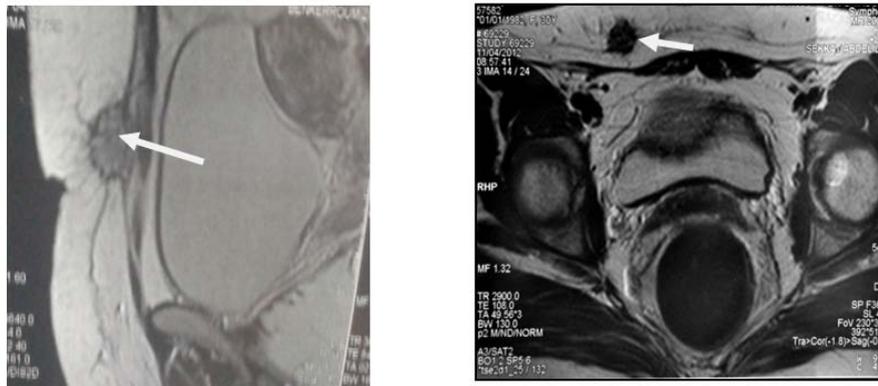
a) coupe coronale, b) coupe transversale : images IRM montrant l'implant endométriosique infiltrant l'aponévrose des muscles grand droit
